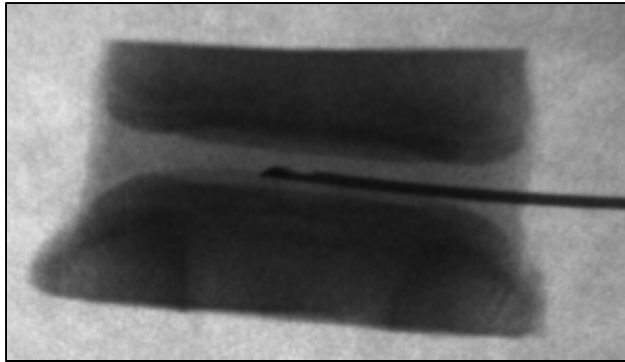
Image radiographique d'un capteur de pression inséré dans un disque intervertébral
